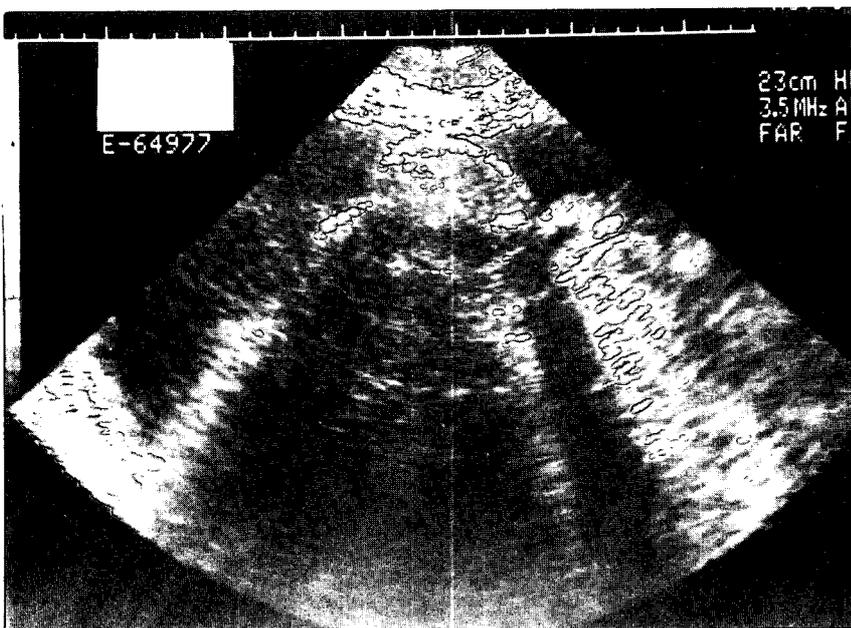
Ecografía abdominal, en la que se observan focos cálcicos en las paredes intestinales.
